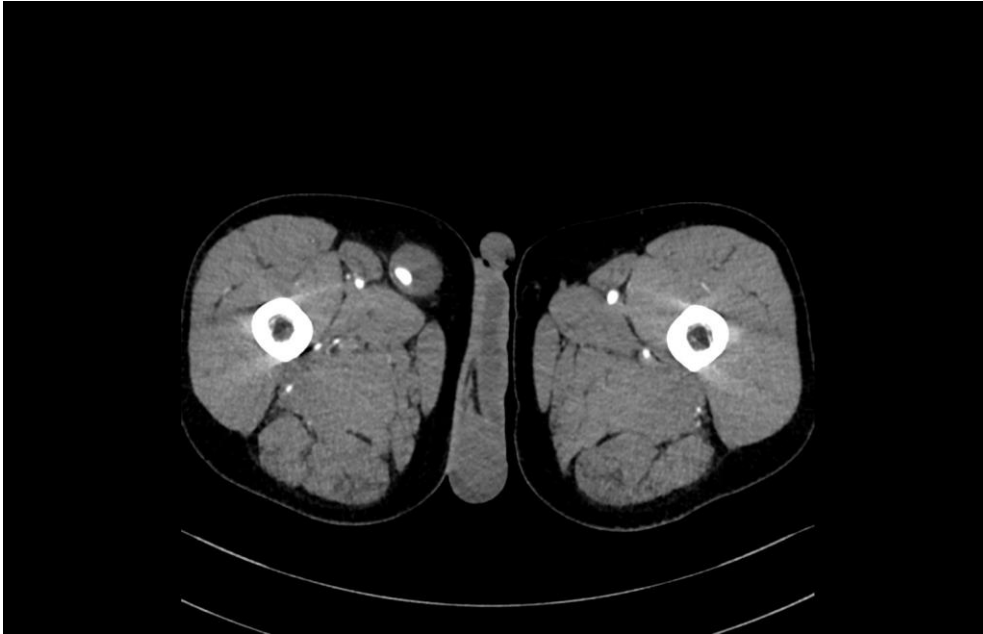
Kazuistika 2, CT angiografie aorty a DK z 26. 4. 2017
